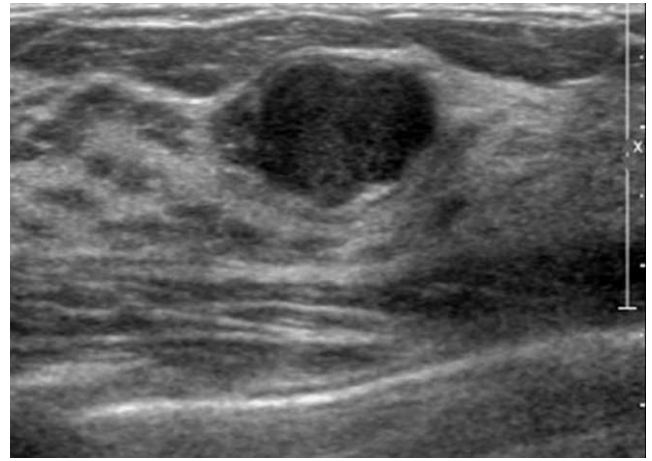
42-year-old woman with a palpable mass diagnosed as fibroepithelial lesion with cellular stroma at ultrasonography guided core biopsy Ultrasonogram shows a 16 mm sized, oval, circumscribed and hypoechoic mass categorized as Category 3. It was confirmed as fibroadenoma at surgical excision.
